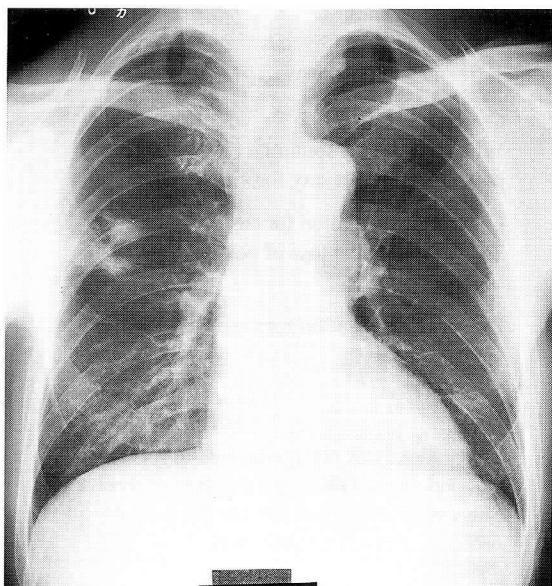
Chest radiograph shows infiltrative lesions in the right middle lung field in August 2000 at the initial health examination for entrance to a nursing home.
